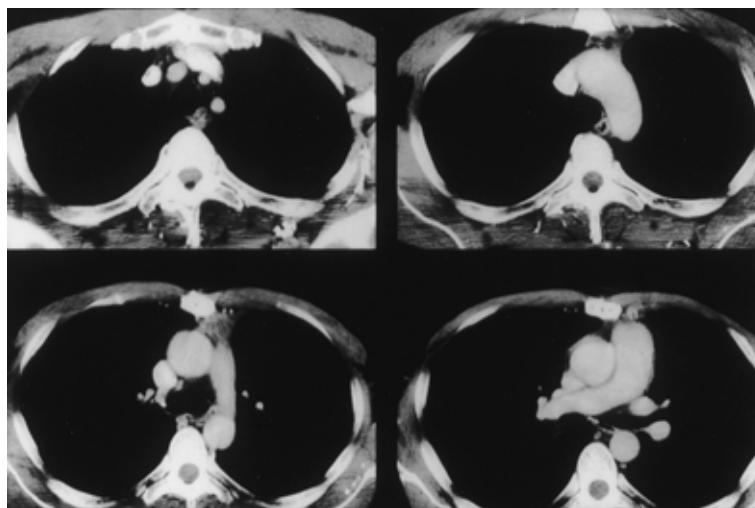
Chest CT after 4 courses of ADOC and high-dose ICE shows that the tumor decreased remarkably in size.
